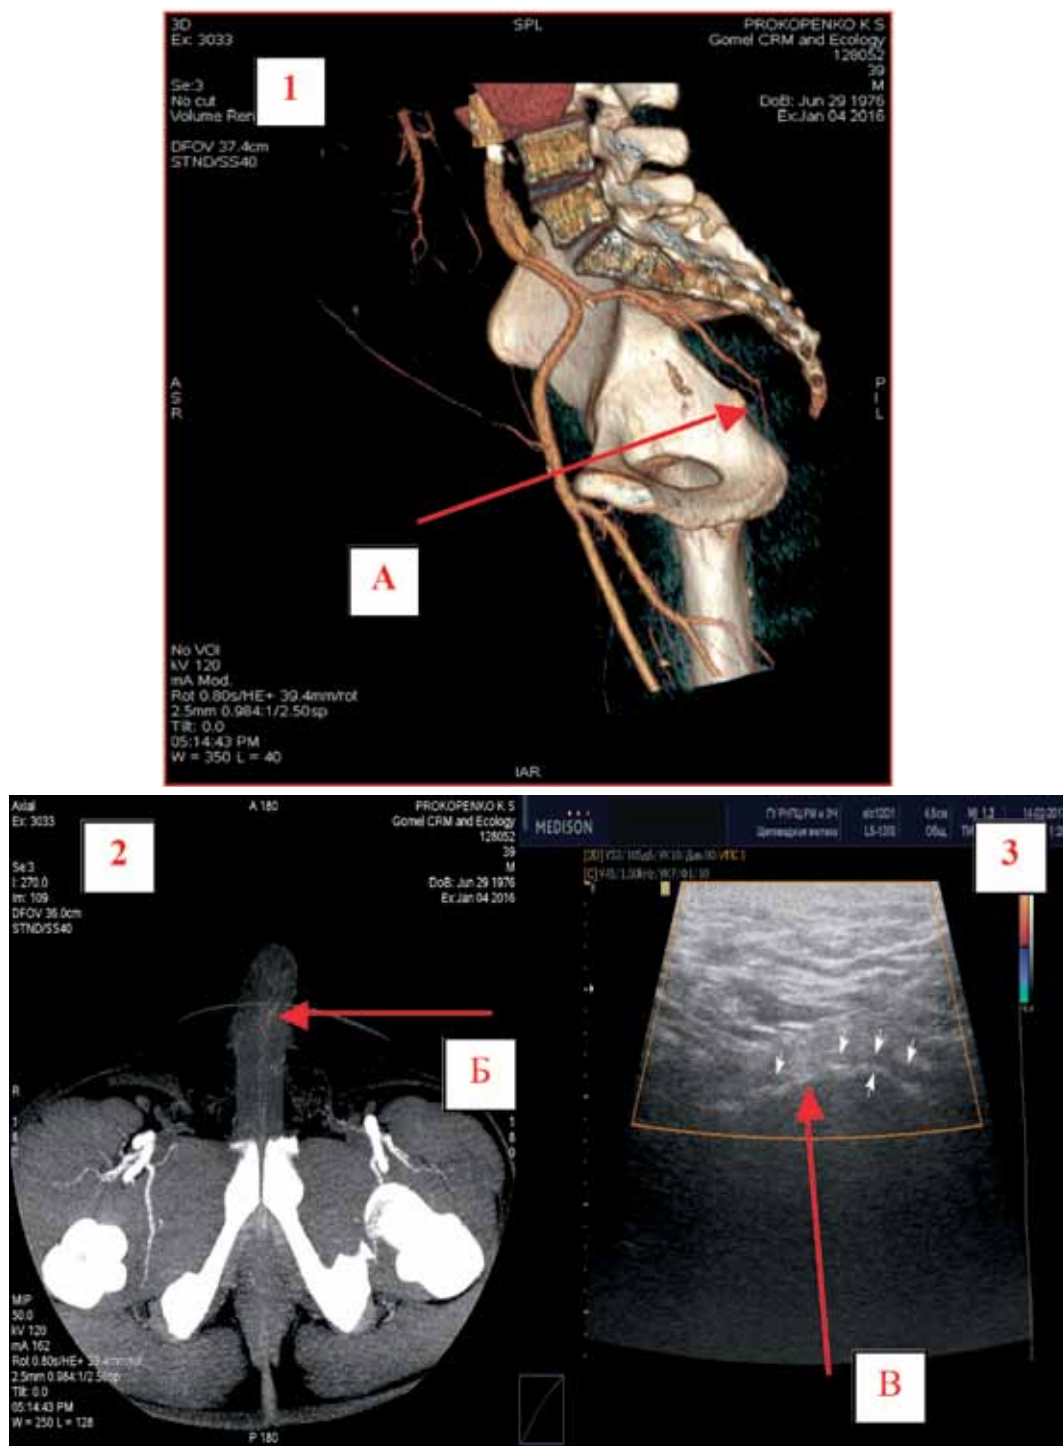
Динамическая компьютерная контрастная ангиография ВПА (Volum rendering (изображение 1) и 3D mip (изображение 2)) (А — тазовый отдел, окклюзия на уровне spina ischi справа); Б — отсутствие визуализации тыльных артерий полового члена) и эхограмма ВПА (изображение 3) при трансперинеальном УЗИ у мужчины РПЖ с эректильной дисфункцией с признаками дистального стенозо-окклюзионного поражения и отсутствием кровотока в артерии (В)
